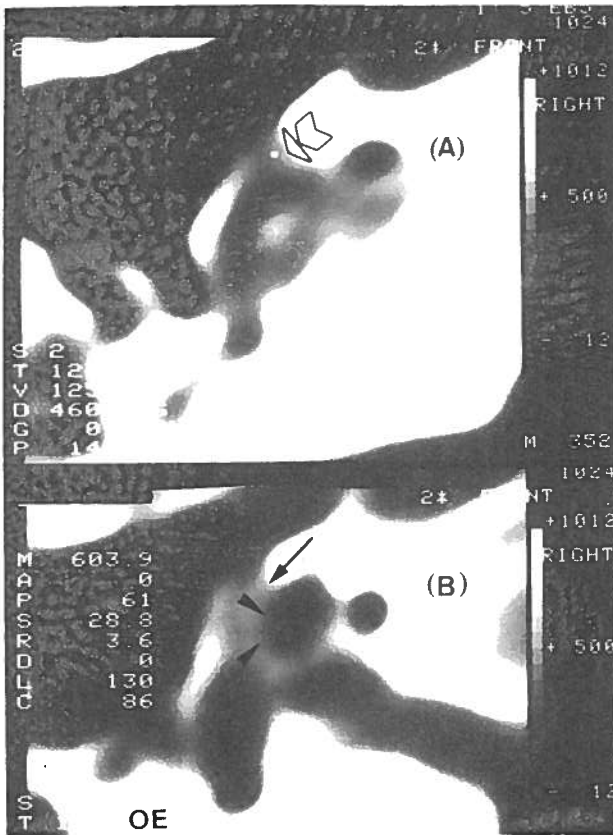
Caso nº 3 (F., 38 anos; audiometria de tipo III). TC no plano axial (OE). Otosclerose coclear atingindo duas espiras contíguas, com contacto endosteal (pontas de seta). Há nítida demarcação entre a desmineralização e a cápsula tendo densitometria normal (seta grande em B). Em A a seta aberta indica um extenso foco activo no promontório.
